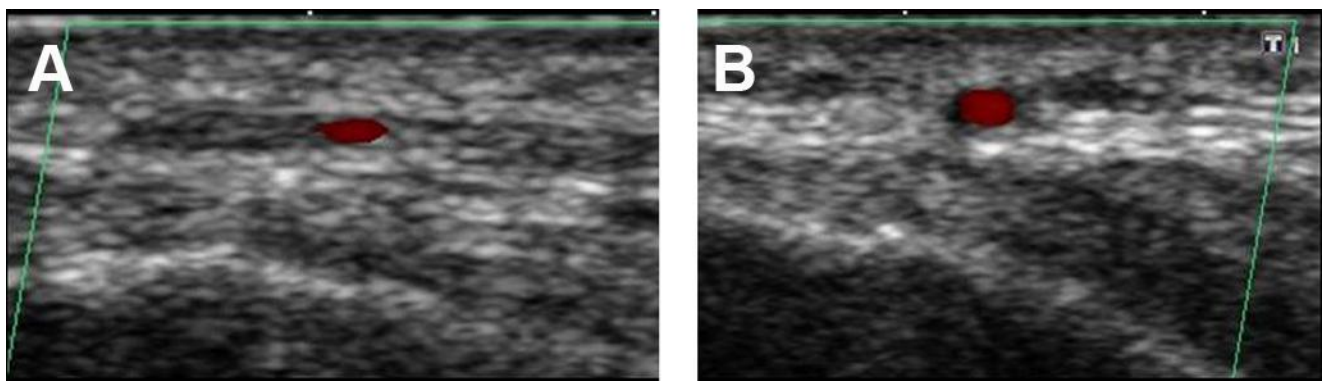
Ecografía dúplex color de la arteria temporal después de tres semanas de tratamiento con esteroides. El grosor de la pared de la arteria disminuye y desaparece el halo hipoeoico.
